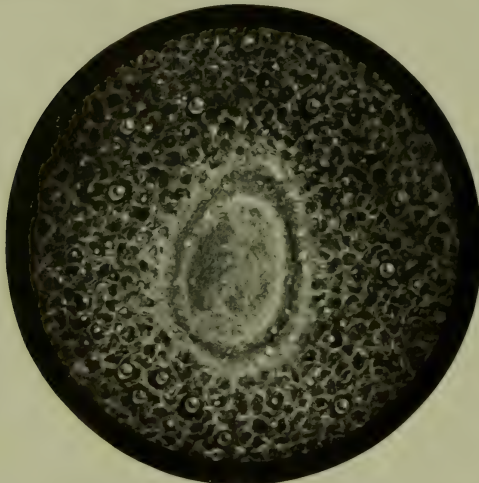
Röntgenstrahlencataract. An der hinteren Linsenfläche findet sich eine netzartige Trübung mit mehr oder weniger deutlichen Vakuolen. In der Gegend des hinteren Linsenpols sieht man dann meist ein charakteristisches scheibenförmiges Gebiet, in welchem sich eine kalottenartige, manchmal nach vorn etwas vorspringende, oft durch einen Ring abgegrenzte Trübung findet. Auf der Abbildung sieht man die mit Vakuolen übersäte, tuffsteinartig aufgeraute hintere Linsenkapsel und in deren Mitte die durch einen Ring abgegrenzte zentrale Scheibe. Die kalottenartige Natur der zentralen Scheibe erkennt man erst im Spaltlampenschnitt.
